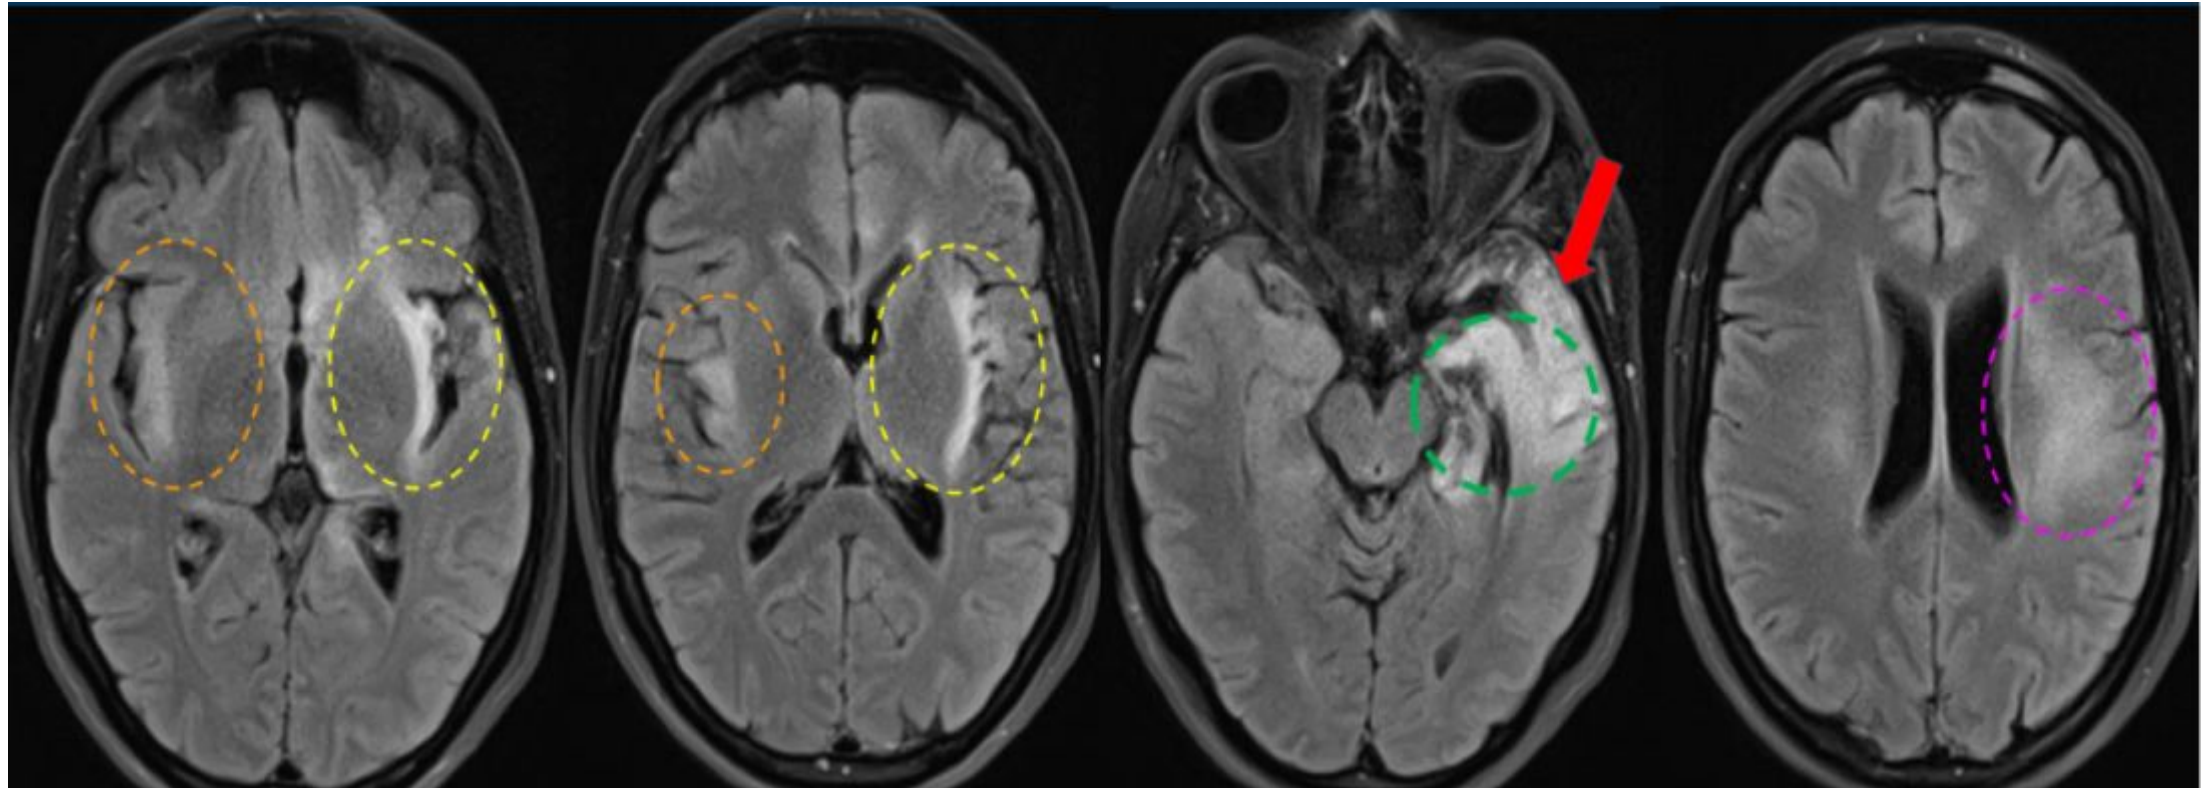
Encefalitis autoinmune anti-NMDA. La resonancia magnética axial T2-FLAIR muestra engrosamiento cortical multifocal y lesiones hiperintensas en el lóbulo temporal anterior izquierdo (flecha roja), hipocampo izquierdo (círculo verde), sustancia blanca supratentorial izquierda (flecha rosa), corteza insular izquierda (círculo amarillo) y corteza insular derecha (círculo naranja).
